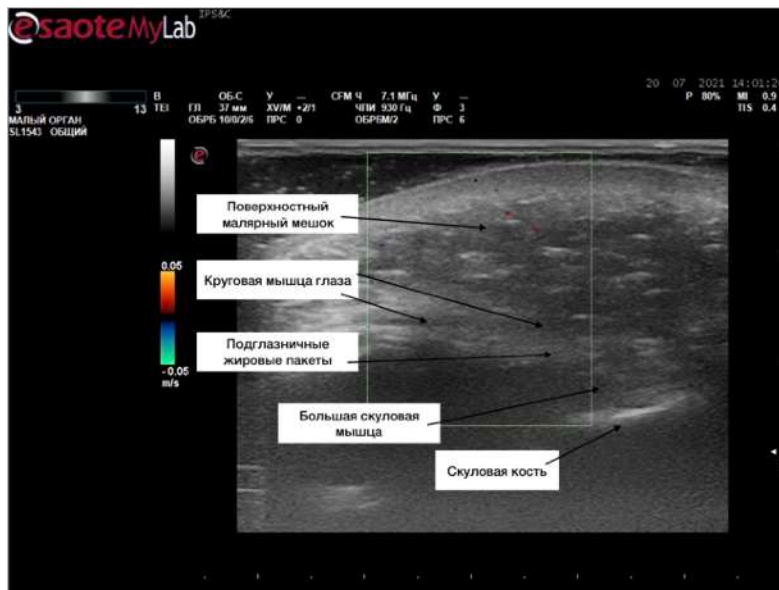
Поперечный УЗИ снимок скуловой области
